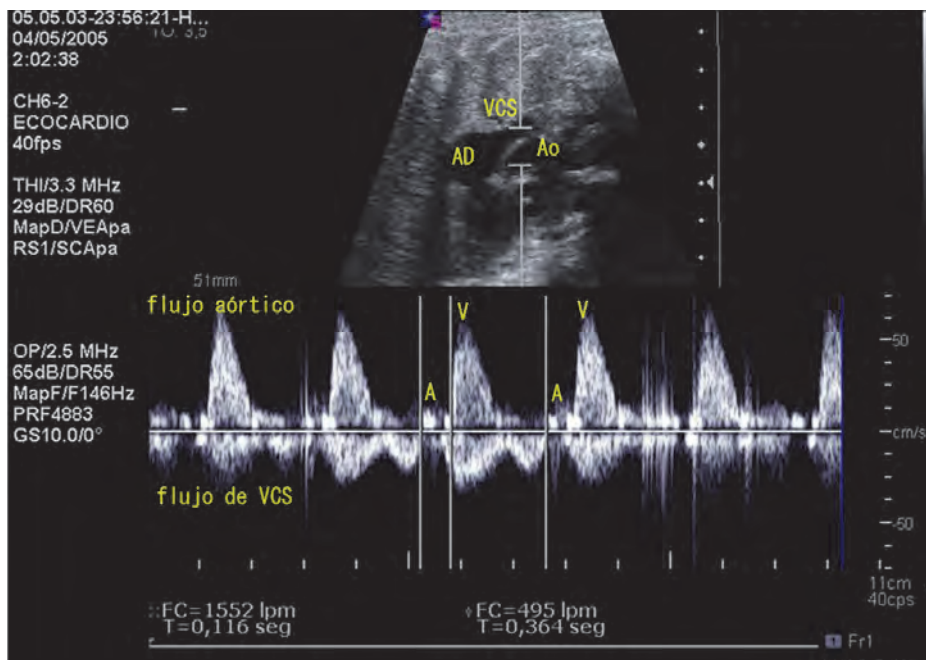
Doppler-pulsado. Vena cava superior (VCS) y aorta ascendente: Ecocardiograma fetal en el que se registra simultáneamente flujo de VCS y aorta ascendente. El flujo de la VCS se registra en forma de dos ondas que se alejan del transductor (una primera sistólica y una segunda que corresponde con la primera parte de la diástole) y una pequeña onda que se acerca al transductor que refleja el flujo retrógrado en VCS coincidente con la contracción auricular (onda "A"). El flujo sistólico en aorta ascendente se acerca al transductor y representa la contracción ventricular ("V"). El intervalo AV se extiende desde el comienzo de la onda "A" del flujo de VCS hasta el inicio de la onda "V". La relación AV es 1:1.
